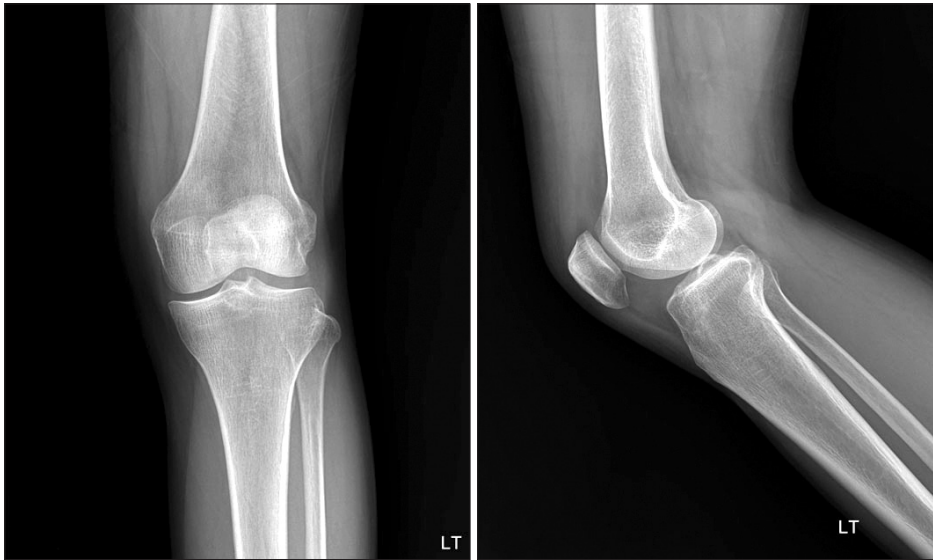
The initial plane X-ray shows no specific sign of bone.
